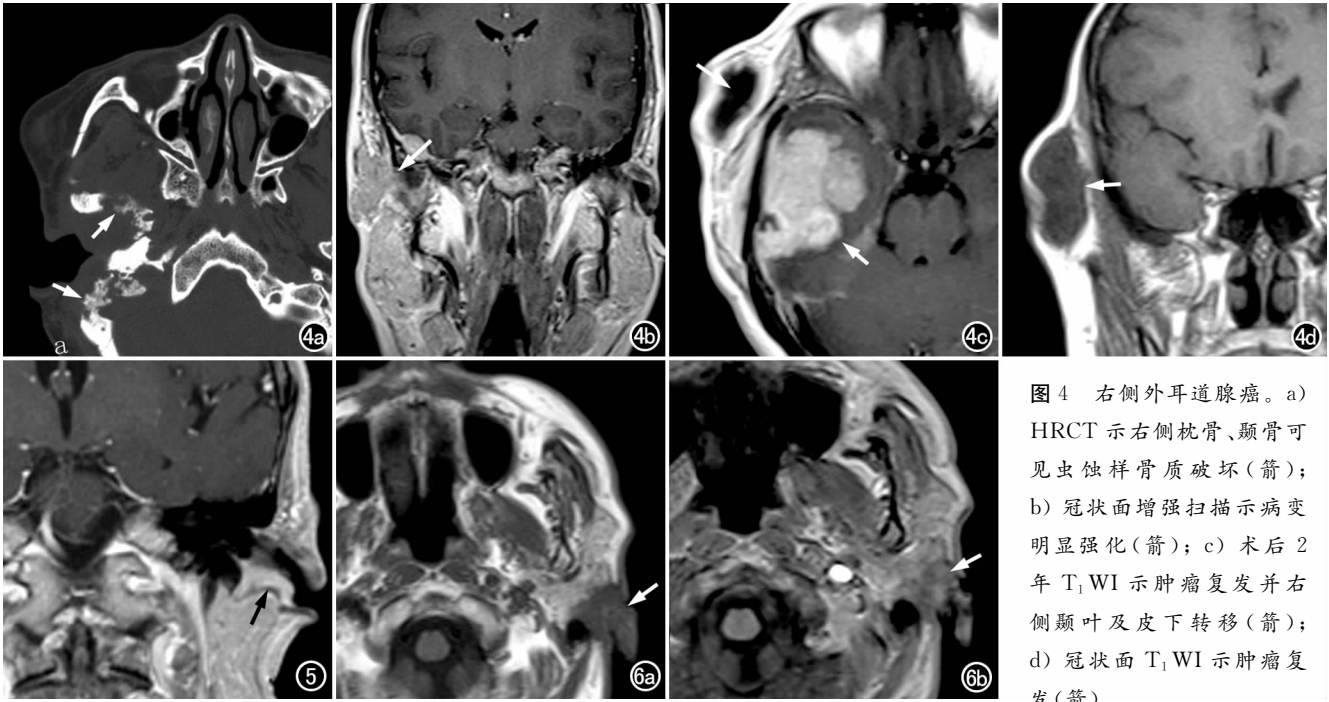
右侧外耳道腺癌。a) HRCT 示右侧枕骨、颞骨可见虫蚀样骨质破坏(箭); b) 冠状面增强扫描示病变明显强化(箭); c) 术后 2 年 T₁WI 示肿瘤复发并右侧颞叶及皮下转移(箭); d) 冠状面 T₁WI 示肿瘤复发(箭)。
